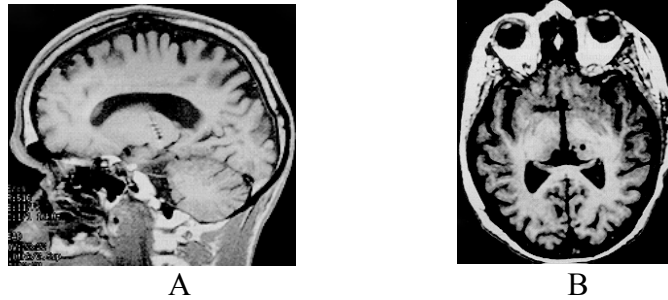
A explorare prin rezonanță magnetică în T<sub>1</sub>, secțiune sagitală, indicând poziția electrodului pentru stimulare intracerebrală talamică în nucleul ventral postero-lateral; B explorare prin rezonanță magnetică în T<sub>1</sub>, secțiune axială, stimulare mixtă intracerebrală talamică și periventriculară la un bolnav cu durere cronică, neuropată, facială
